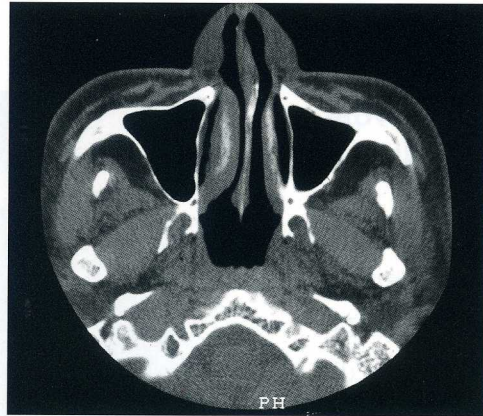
1年以上が経過し、再度CT検査を行った。その結果、左側上顎洞に異常所見はみられなかった。
